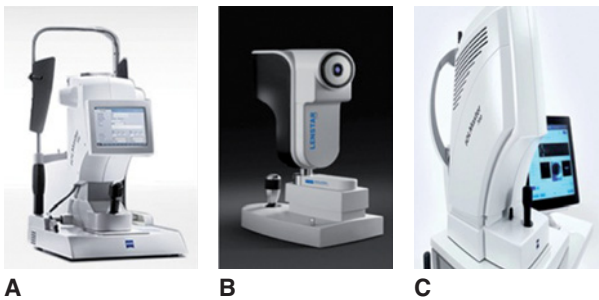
Tipos de biómetros ópticos. Existen diferentes métodos de biometría óptica que son de elección en la medida de los ojos cortos. A. Interferometría de coherencia parcial (ICP), en la que se basa el IOLMaster® 500 (Carl Zeiss Meditec, Alemania). B. Reflectometría óptica de baja coherencia a través de un diodo superluminiscente, tecnología que emplea el Lenstar® 900 (Haag-Streit AG, Suiza). C. Tomografía de coherencia óptica *swept source* empleada por el IOLMaster® 700 (Carl Zeiss Meditec, Alemania).
